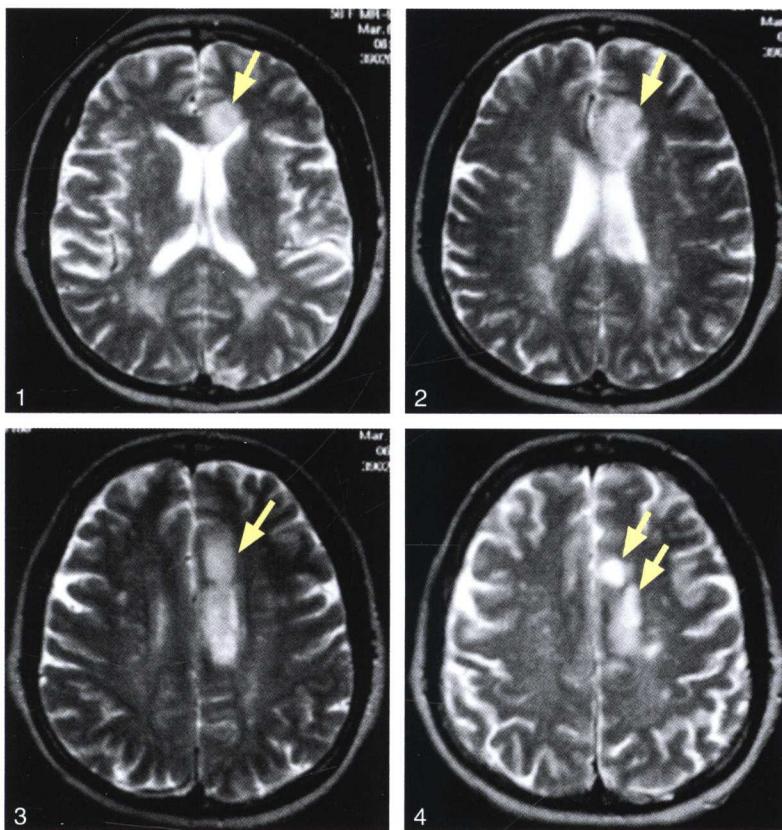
1~4：颅脑MRI可见左侧额叶、胼胝体膝部T₂高信号（如黄色箭头所示）。
